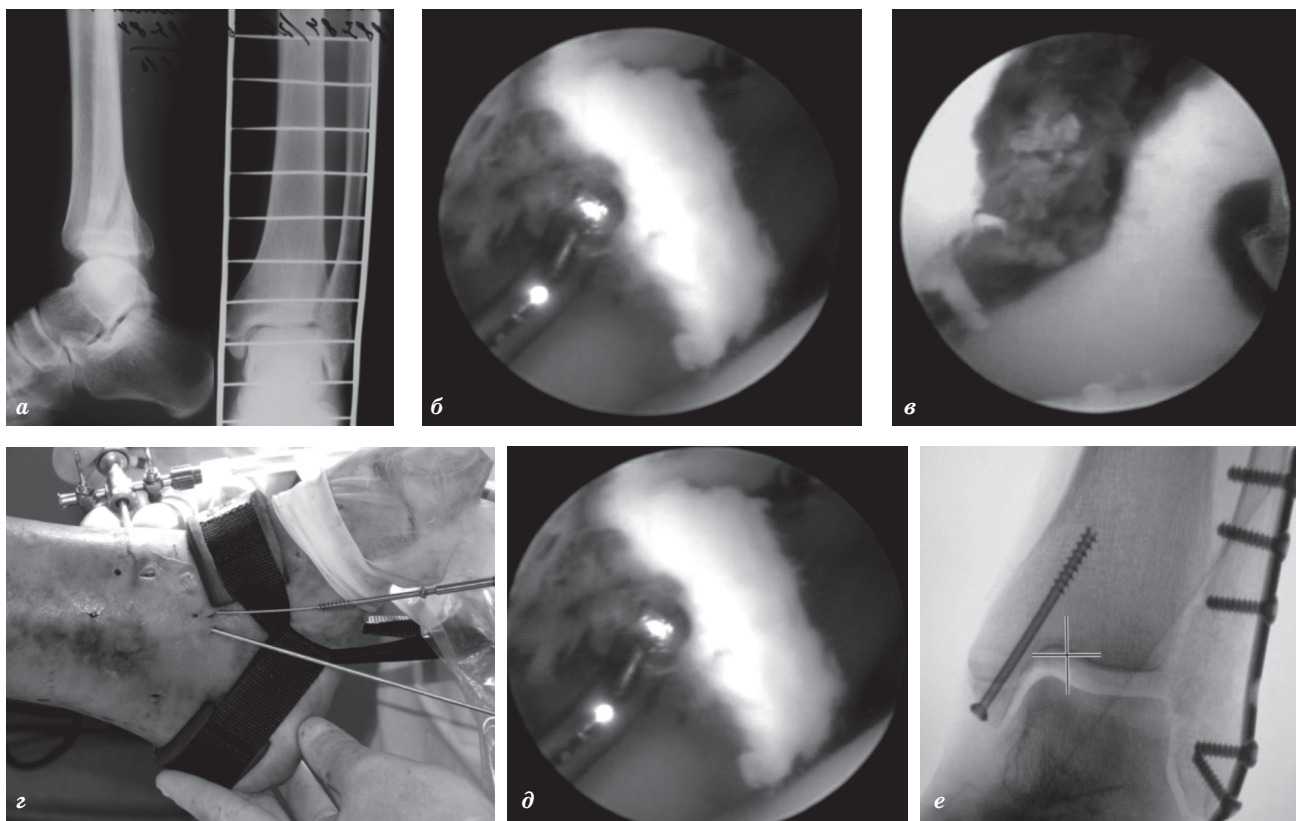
Этапы хирургического лечения пострадавшей М., 48 лет, с переломом обеих лодыжек и частичным разрывом дистального межберцового синдесмоза: а — рентгенограммы при поступлении; б — эндоскопическая картина свободного костно-хрящевого тела в полости голеностопного сустава; в — артроскопическая картина перелома внутренней лодыжки до репозиции; г — чрескожная фиксация внутренней лодыжки канюлированным малеоларным винтом; д — артроскопическая картина положения внутренней лодыжки после окончательной ее фиксации; е — интраоперационная рентгенограмма голеностопного сустава после окончания оперативного вмешательства
